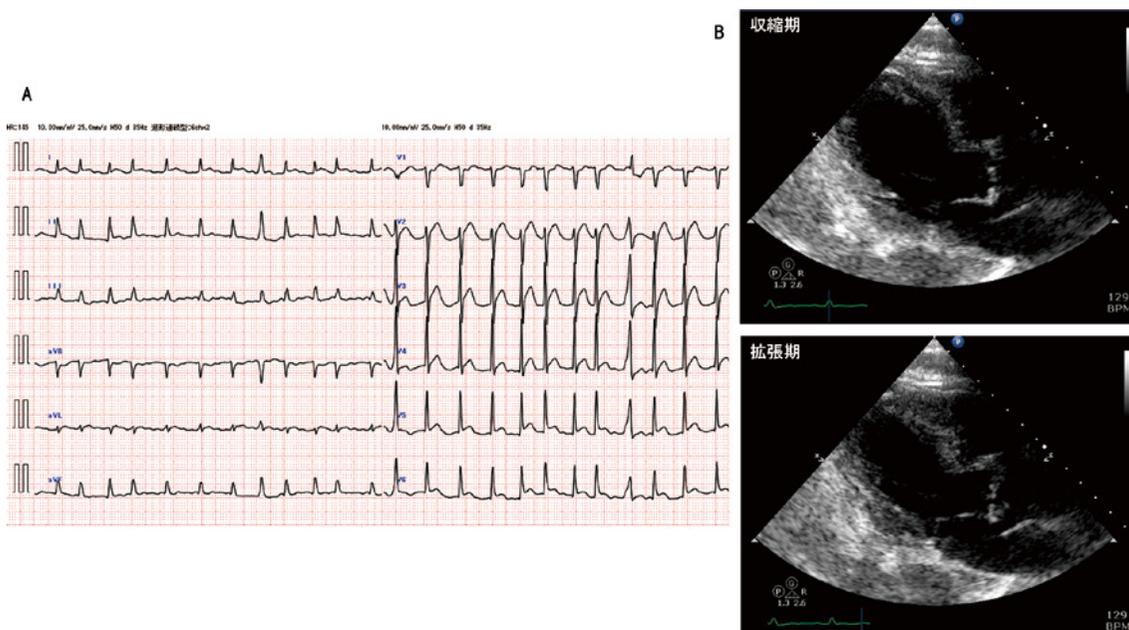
12 誘導心電図 (A)，経胸壁心臓超音波所見 (B)
